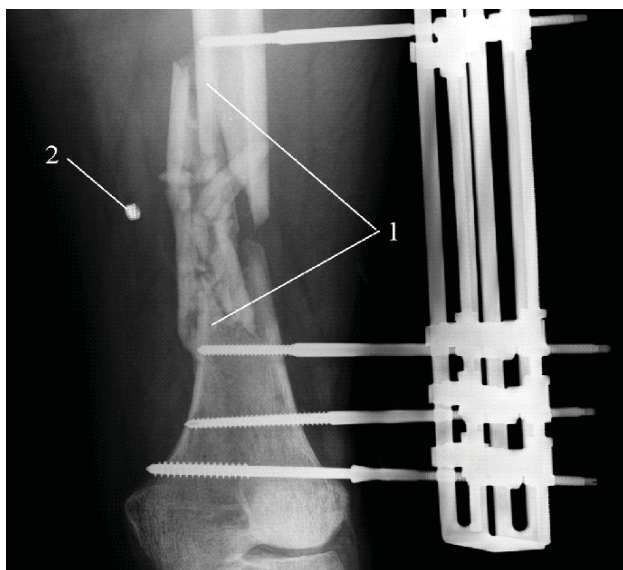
Рентгенограма стегна (фрагмент). МВТ. Вогнепальний багатоламковий перелом стегнової кістки (1). Металевий осколок у м'язах(2). Металоостеосинтез
